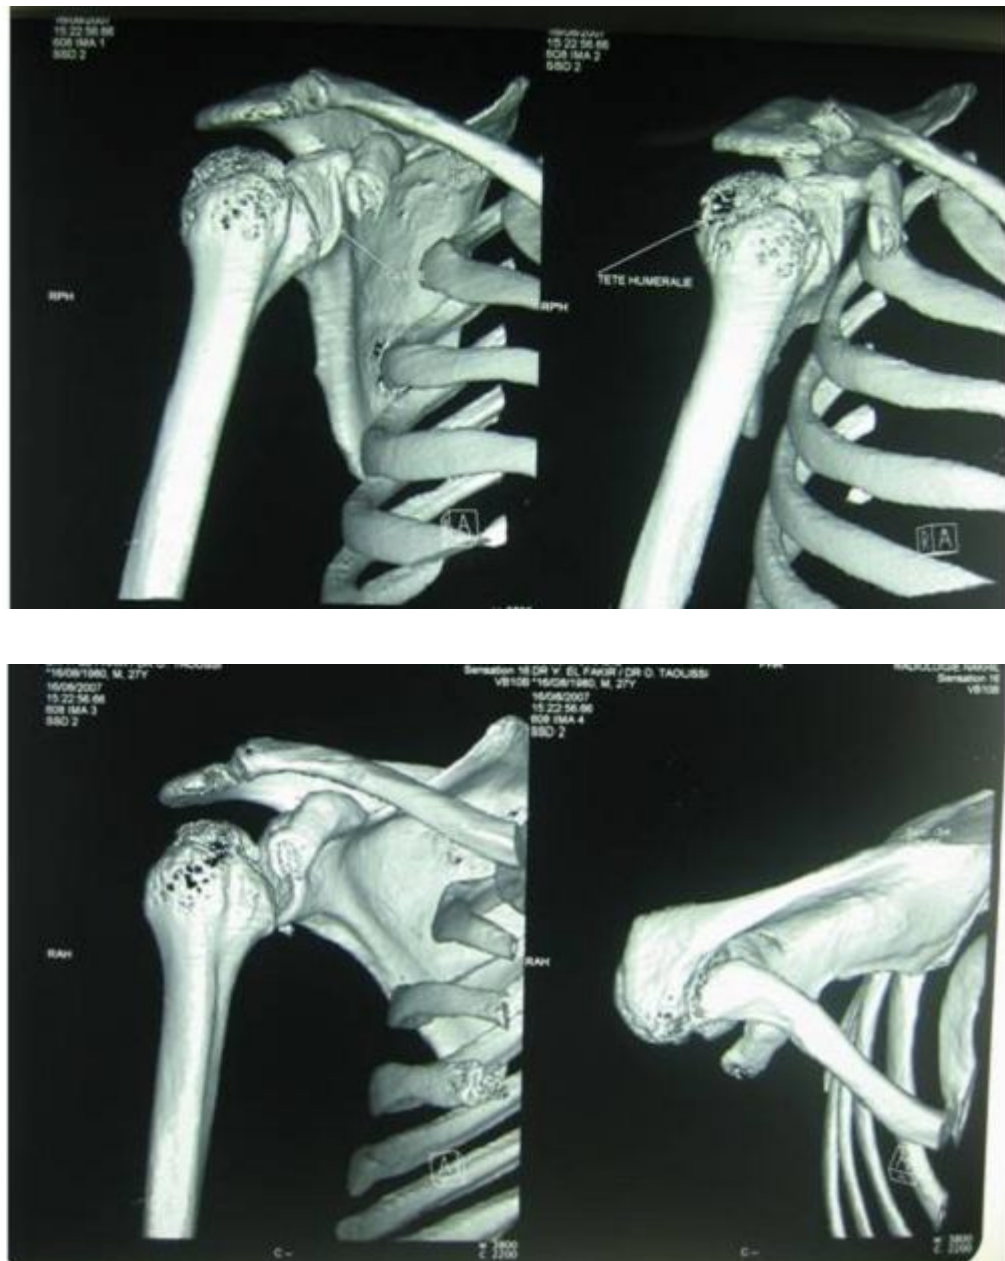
Reconstruction tridimensionnelle des clichés TDM du 1^{er} patient
